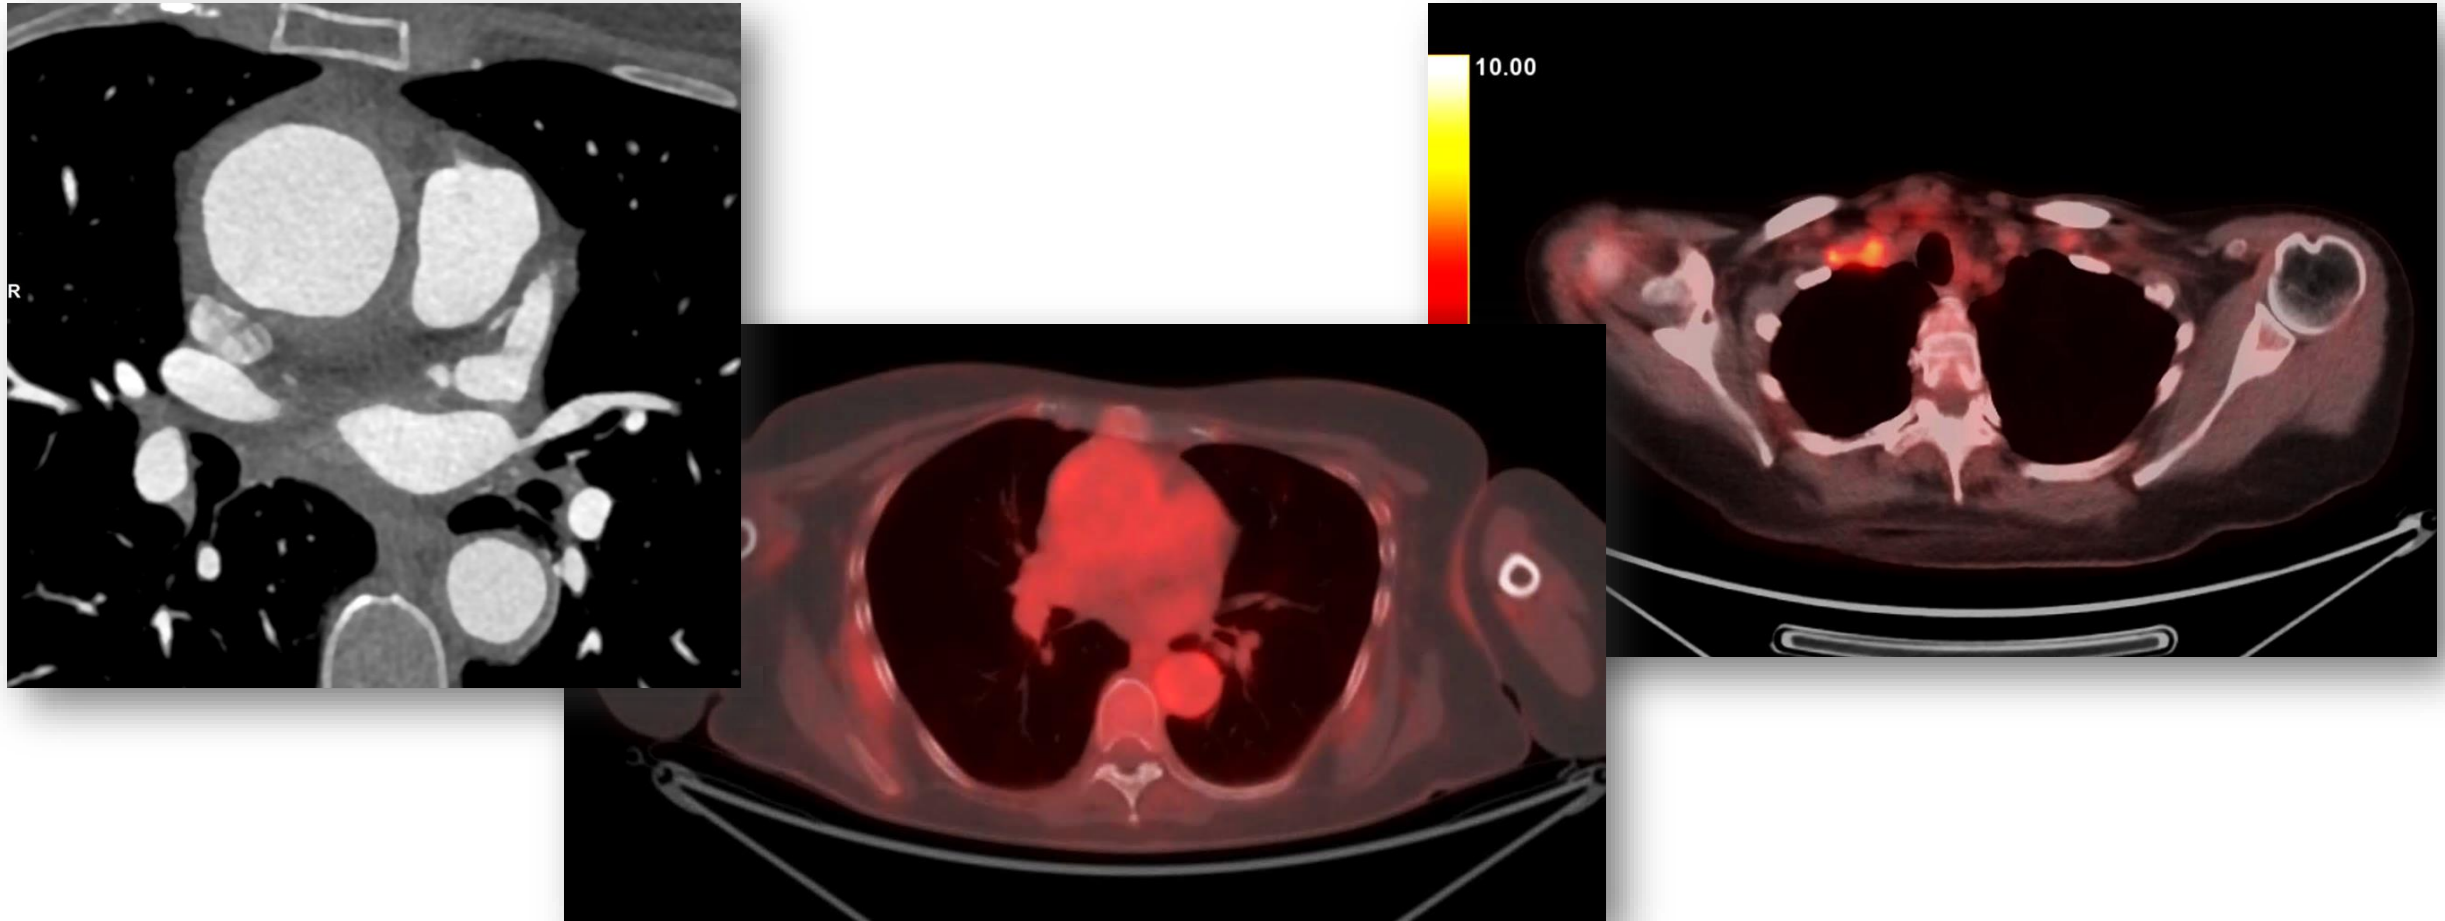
Angio TC de coronarias con engrosamiento mural aórtico. PEC-TC que muestra hipermetabolismo glicídico parcheado en aorta torácica, abdominal, iliacas y subclavias de predominio derecho. Mujer que se inició el estudio con angio-TC coronarias por episodios de dolor torácico intermitente. Las imágenes sugieren arteritis de grandes vasos.
